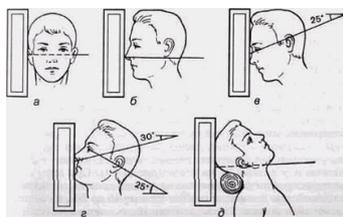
Рисунок №4 - Рентгенография костей лица
